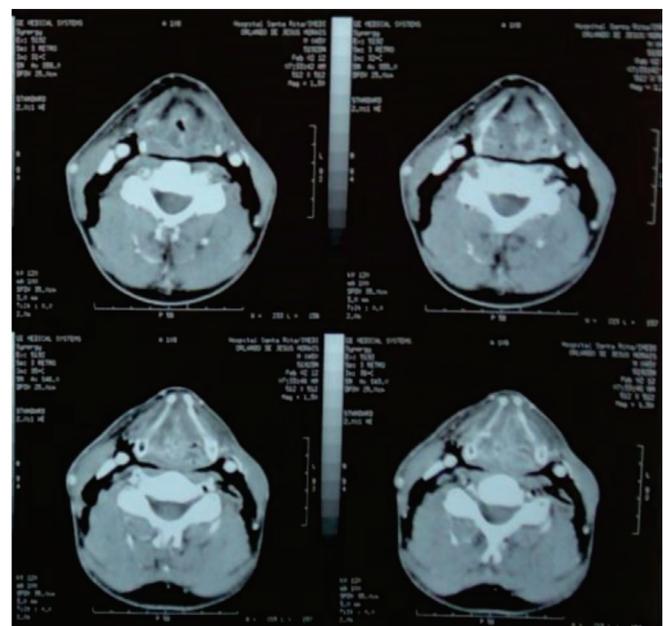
Tomografia computadorizada da condroradionecrose de laringe.
